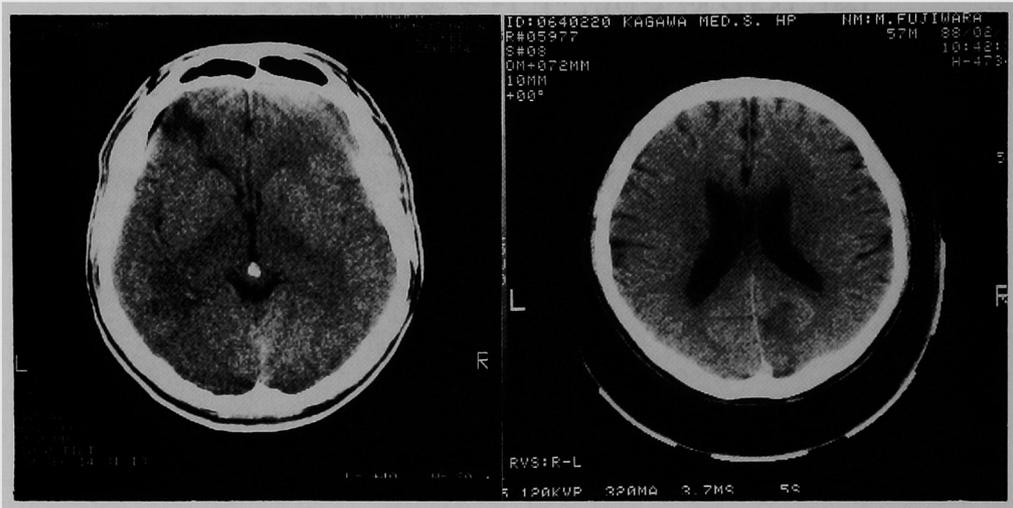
a(左), b(右) aは症例1, bは症例2の頭部単純CT, aでは左前頭葉にLDAが, bでは右後頭葉にLDAがみられる。
